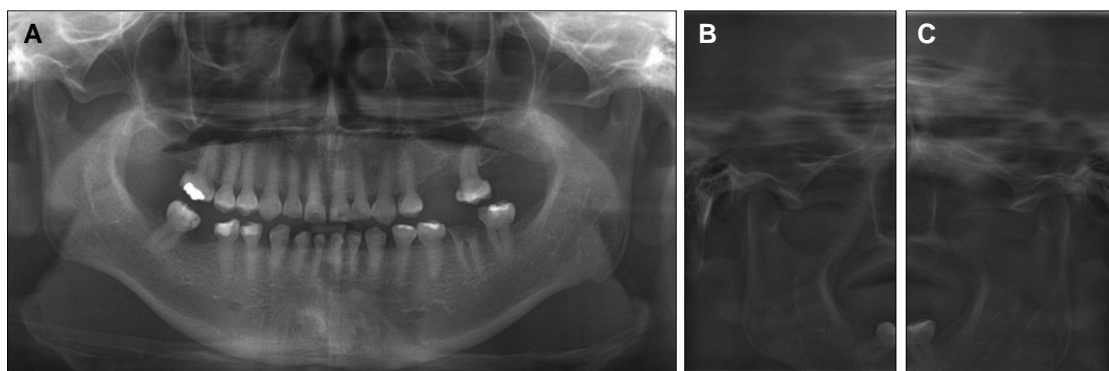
Initial radiographs of the patient. (A) Panoramic radiograph, (B) Right TMJ panorama, (C) Left TMJ panorama.
